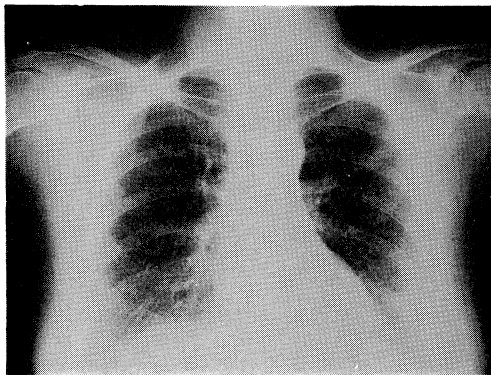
Chest X-ray film on first admission shows an interstitial pneumonia.
